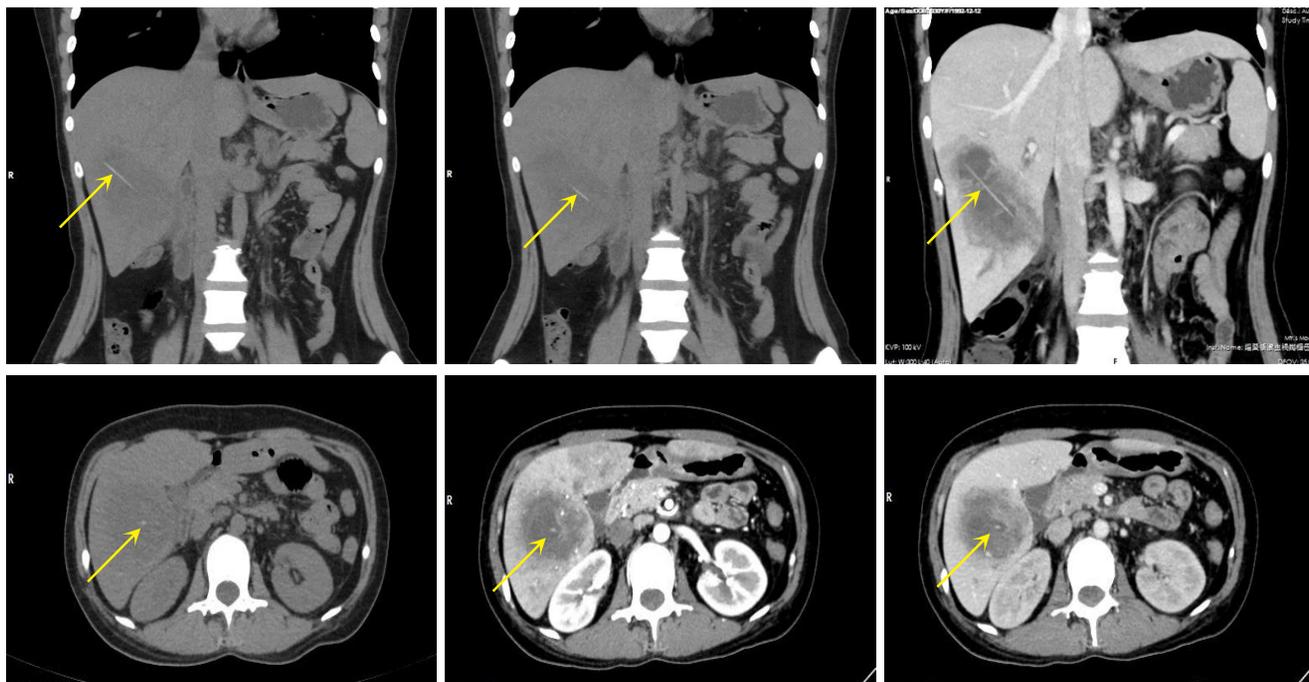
CT下不同分期肝内异物（箭头所示）显影情况（肝右下叶下团状低密度灶增强后病灶壁及内部分隔较明显强化，邻近肝-十二指肠降段脂肪间隙模糊，周围少许渗出影，病灶内见长约 $6.5 cm$ 细条状高密度影）
